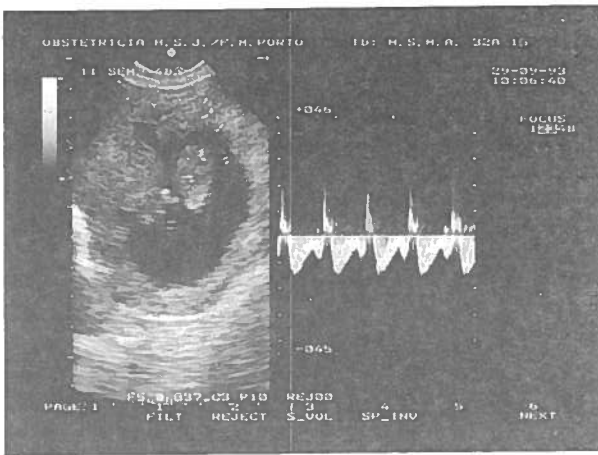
Doppler transvaginal - fluxo da veia cava inferior ás 11 semanas.
